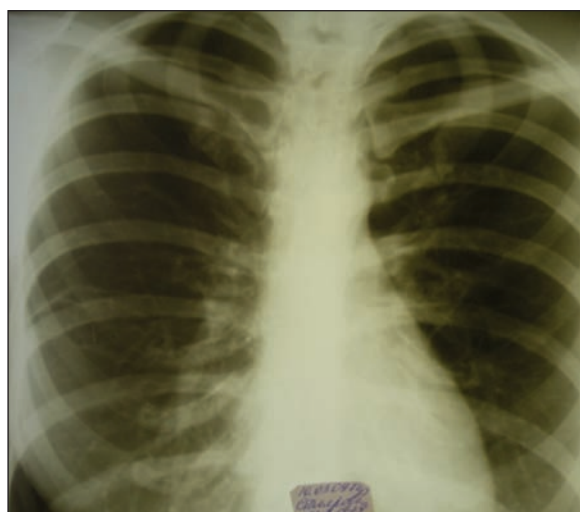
Рентгенограмма больной С. через 3 мес (фронтальная проекция)
